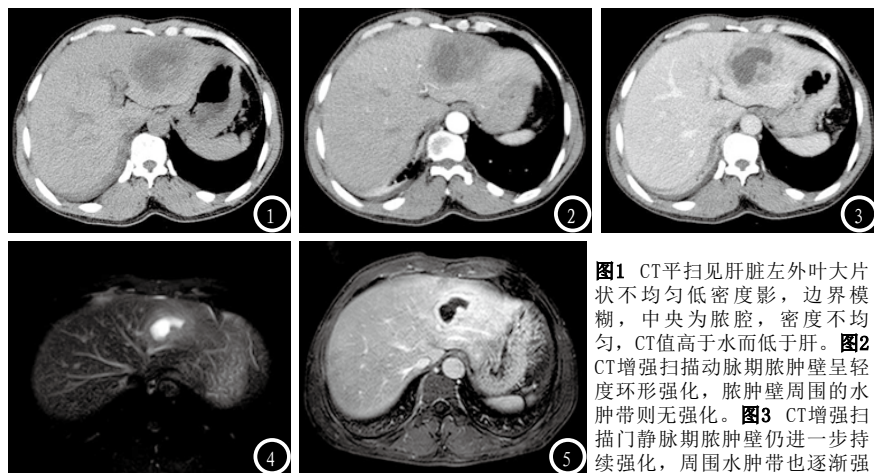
CT平扫见肝脏左外叶大片状不均匀低密度影,边界模糊,中央为脓腔,密度不均匀,CT值高于水而低于肝。图2 CT增强扫描动脉期脓肿壁呈轻度环形强化,脓肿壁周围的水肿带则无强化。图3 CT增强扫描门静脉期脓肿壁仍进一步持续强化,周围水肿带也逐渐强化,而动脉期所示的叶、段性强化则逐渐消退。图4 MRI平扫T2WI脂肪抑制序列可见肝脏左外叶分叶状不均匀高信号灶,脓肿壁呈等高信号。图5 MRI增强轴位可见脓肿壁有不均匀强化,脓腔不强化,并可见内有分隔。
